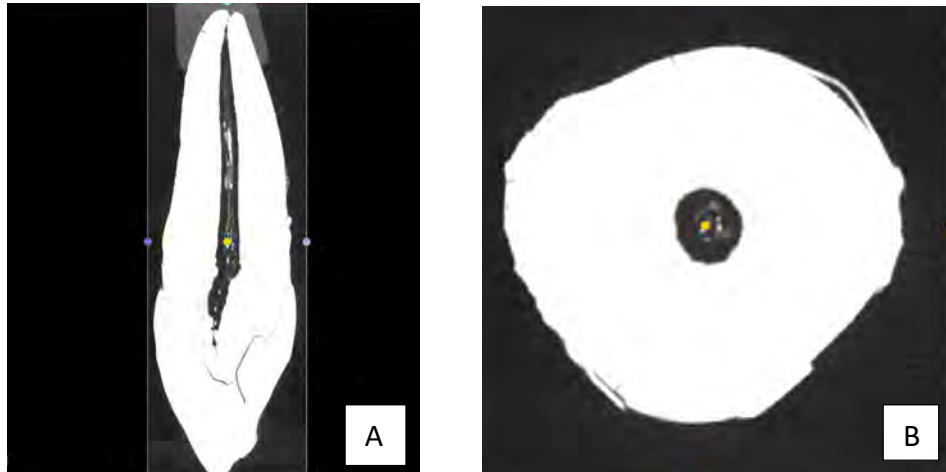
Imagen de micro-CT obtenida a partir del software 3D slicer donde se pueden apreciar las calcificaciones internas del conducto pulpar. A: Corte sagital; B: Corte axial en el tercio radicular a 2 mm de la unión amelocementaria.
